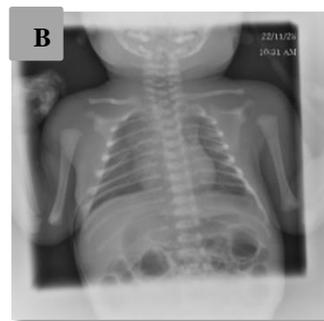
(A, B). Radiografías de tórax neonatos de la clínica A
